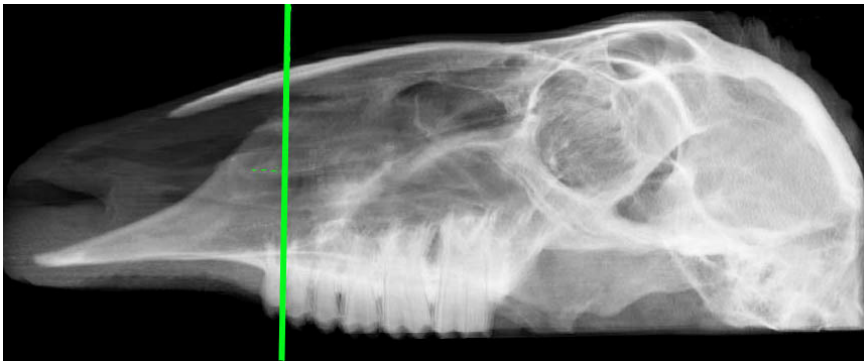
Radiologische Darstellung der Coronarebene 1 des Schafskopfes Nr.5 Merino im CT. Cn - Cavum nasi; Sn - Septum nasi.
